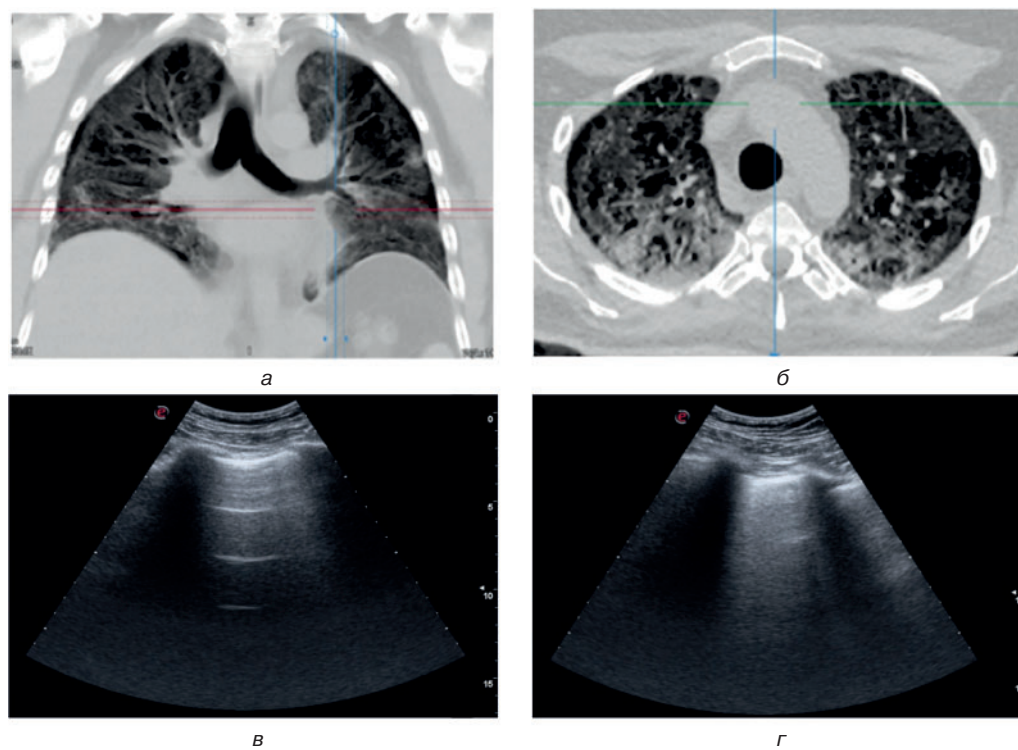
Позитивна КТ-динаміка (а). Позитивна динаміка за LUS – 10 балів (б)
